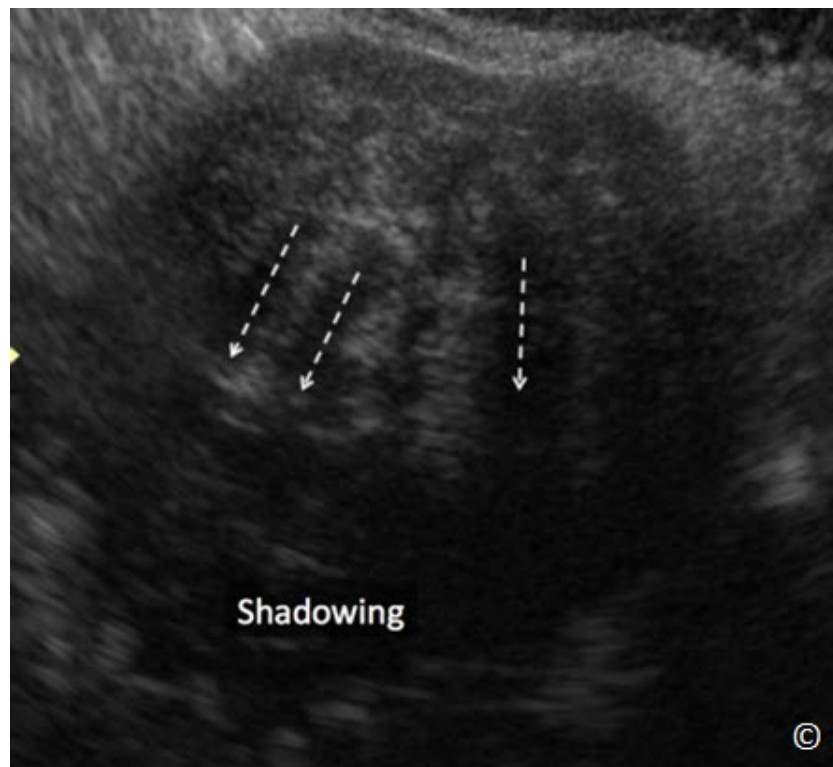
Ultrasonido transvaginal de un leiomioma pedunculado con las características de "sombras de persianas venecianas " (flechas discontinuas). Obsérvese la extensa sombra (marcado) posterior al leiomioma.
